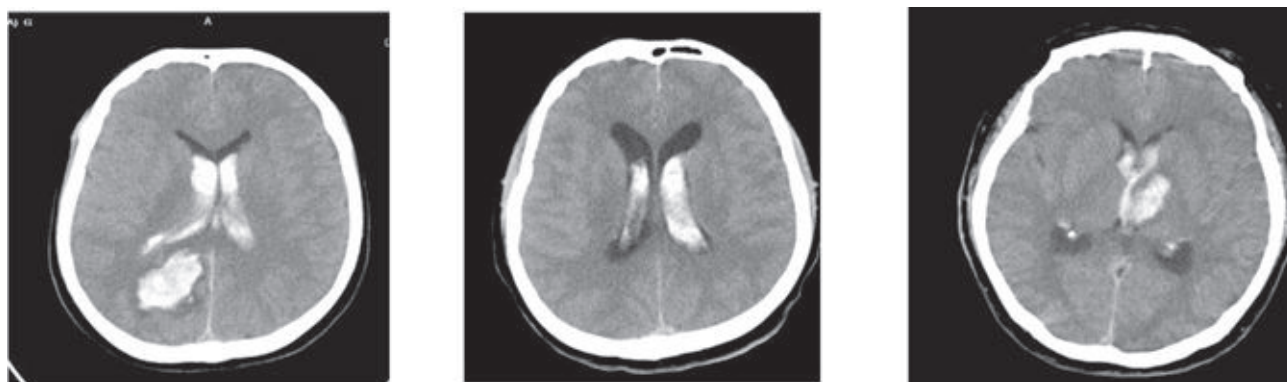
МСКТ головного мозга: ОНМК по геморрагическому типу с кровоизлиянием в боковые, III и IV желудочки.
